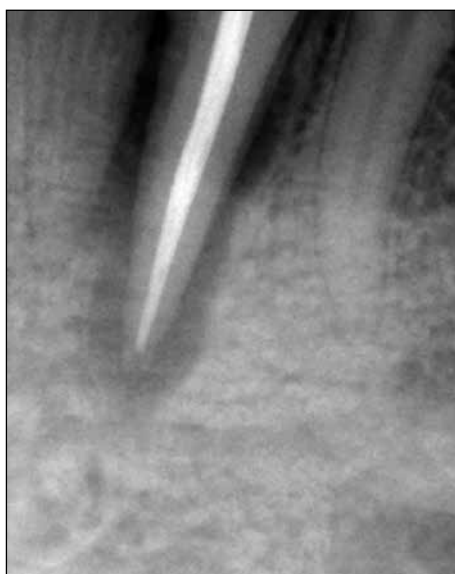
Рентгенологический контроль постоянного пломбирования корневого канала зуба 3.3
